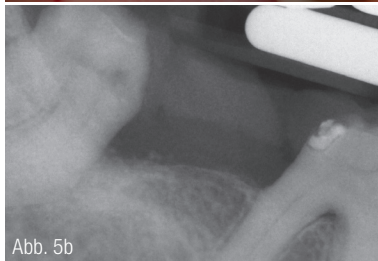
Klinische Parameter und röntgenologische Kontrolle nach drei Monaten. Abb. 5 c: Klinische Parameter Regio 46–48. Abb. 6: Röntgenologische Kontrolle nach zwölf Monaten.
